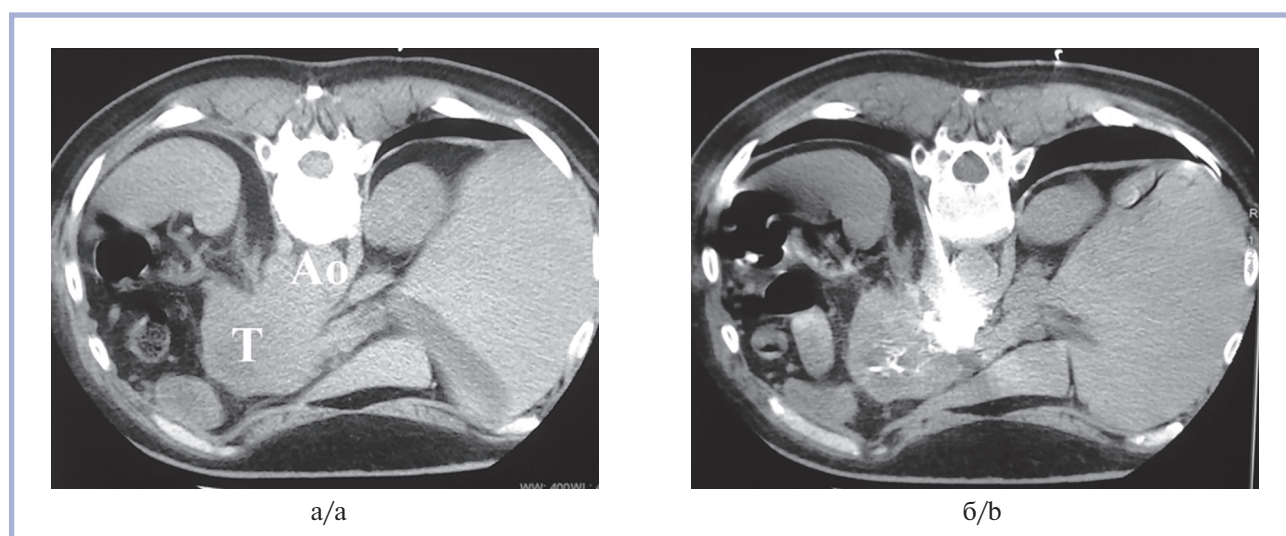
Инвазия опухоли хвоста поджелудочной железы и забрюшинных лимфатических узлов в чревное сплетение (а). Пункцирован парааортальный лимфоузел и под давлением введен этанол с контрастом, диффузия хорошая (б). Т — опухоль; Ao — аорта на уровне чревного ствола.
